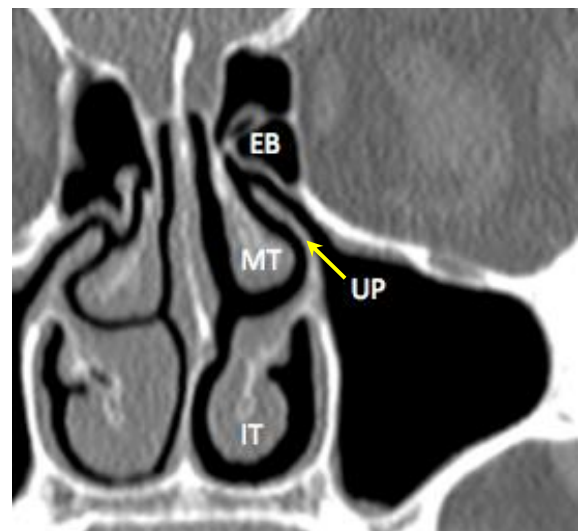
TC coronal que muestra la apófisis unciforme (UP), bulla etmoidal (EB), cornete medio (MT), cornete inferior (IT). Fijarse en la proximidad de la apófisis unciforme a la pared orbitaria
